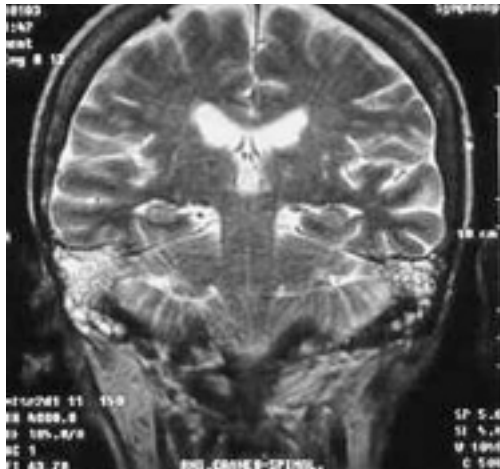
Resonancia magnética en T2, corte coronal, donde se aprecia la resección de la lesión extradural de región cráneo-espinal.
